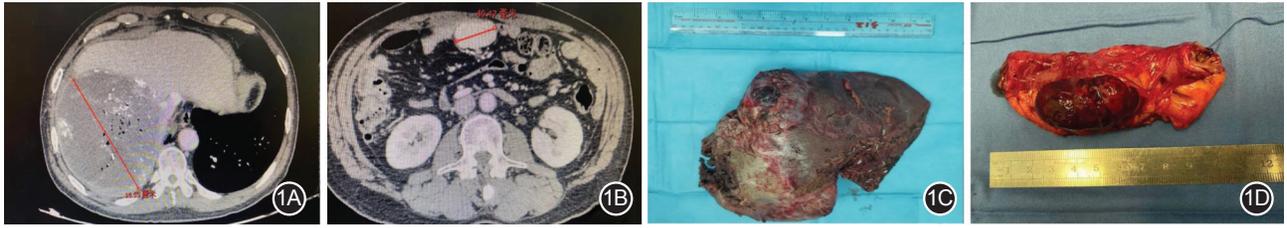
第三次手术术前CT及切除后的肿瘤情况 1A.腹部增强CT肝肿瘤位置;1B.腹腔增强CT腹腔肿瘤位置;1C.离体肝脏肿瘤标本;1D.离体腹腔肿瘤标本
